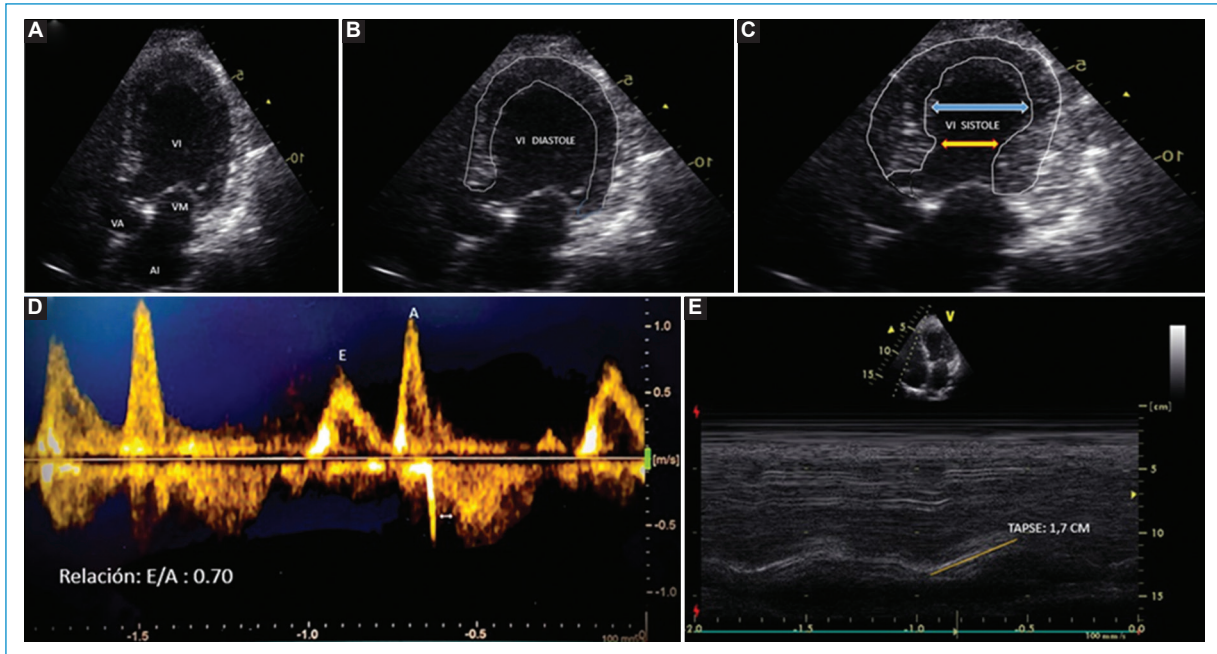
Ecocardiograma transtorácico. A-C: vista de 4 cámaras, con acinesia de todo el casquete apical sin cambio en el diámetro apical, hipocinesia de los segmentos mesiales, FEVI del 35%. D: flujo transmitral al doppler pulsado que evidencia relación E/A de 0.70, compatible con trastorno de la repolarización. E: medición de TAPSE normal como marcador de función sistólica del ventrículo derecho.
